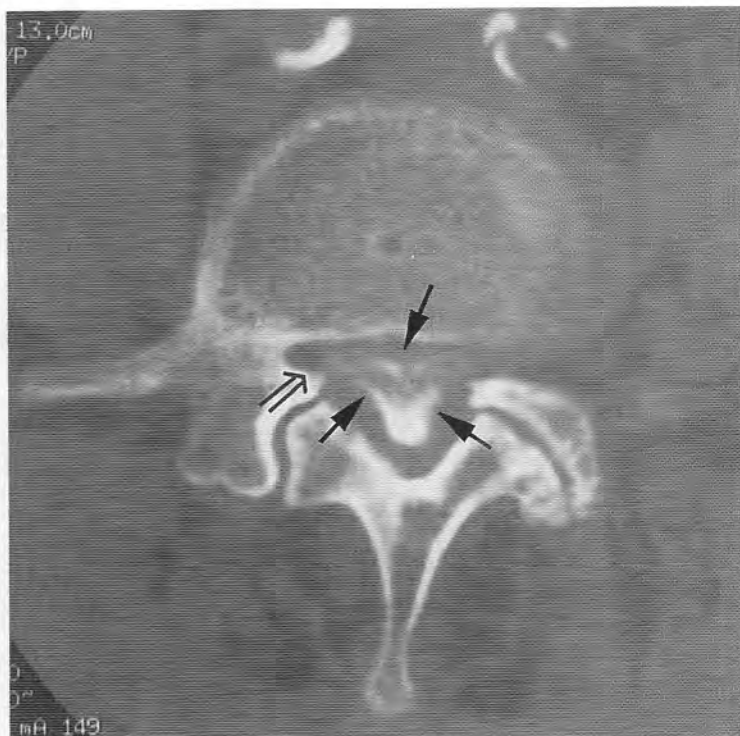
(Continuación) (B) Imagen axial de mielo-TC que muestra una hernia discal derecha. El contraste ayuda a localizar las raíces nerviosas y el saco tecal (*flechas*).
